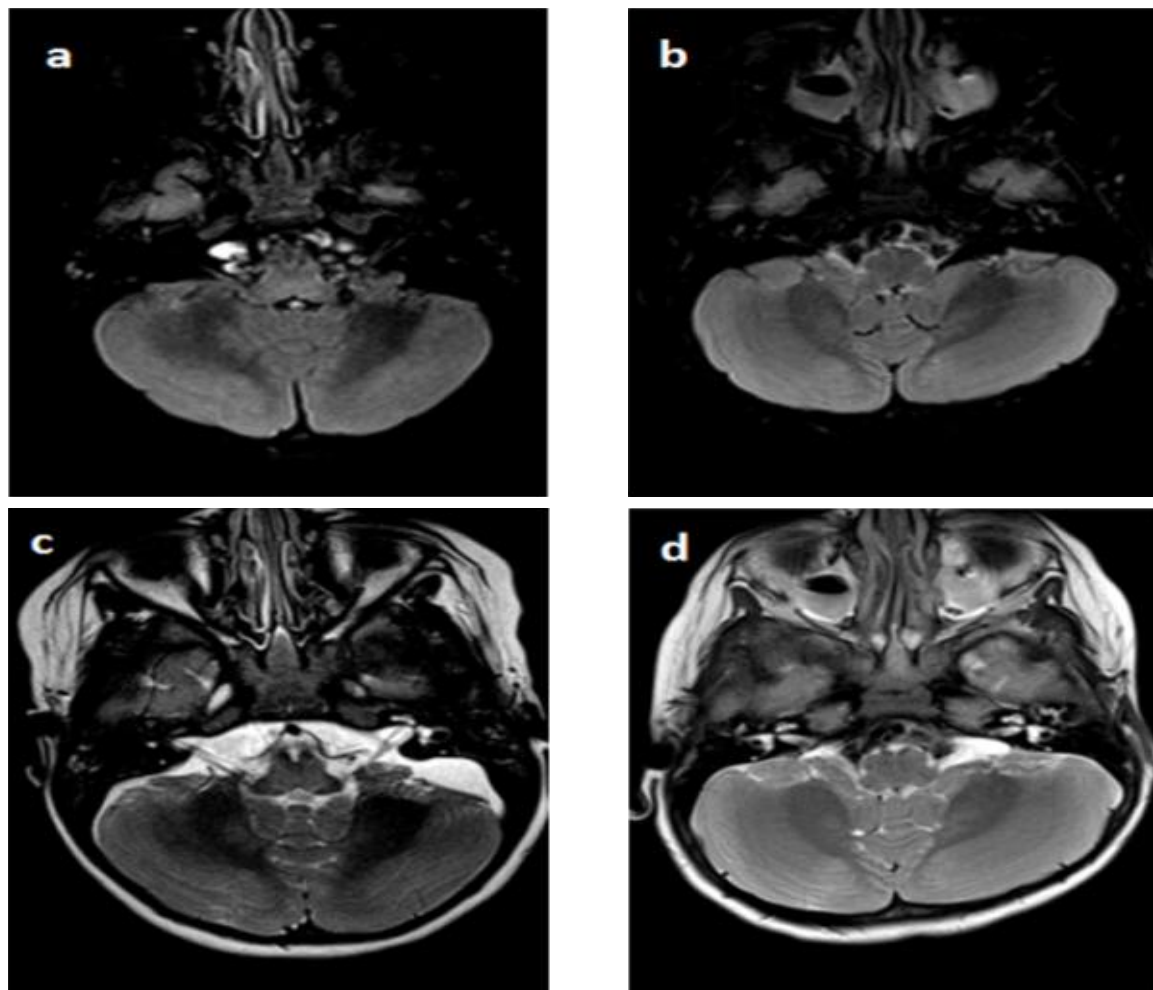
A la secció axial FLAIR (a) i a la secció axial T2 (c) de la pacient s'observa hiperintensitat patològica central en comparació a les del control (b i d).
